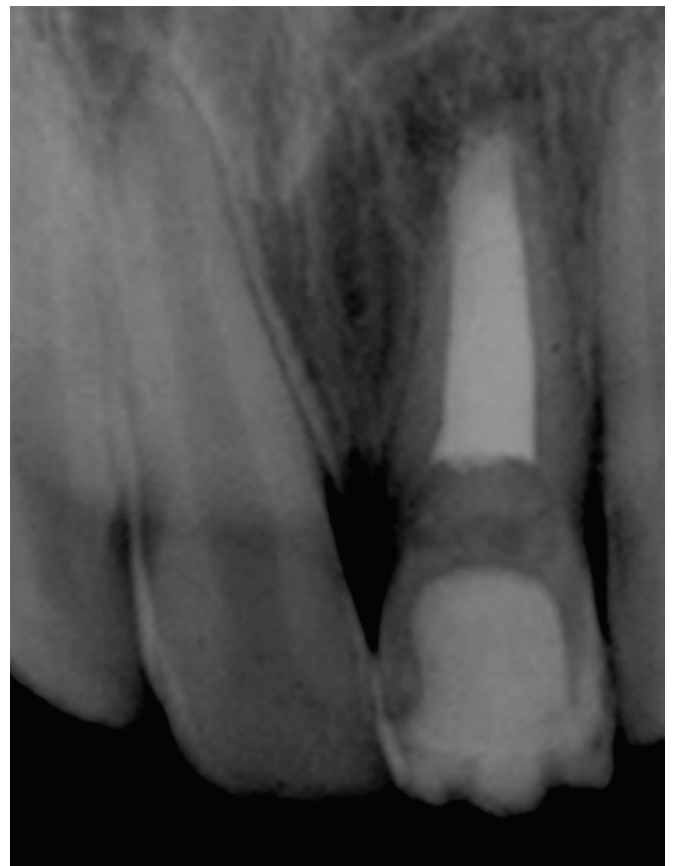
Radiografia de preenchimento do canal com a 3ª pasta (3ª sessão).
